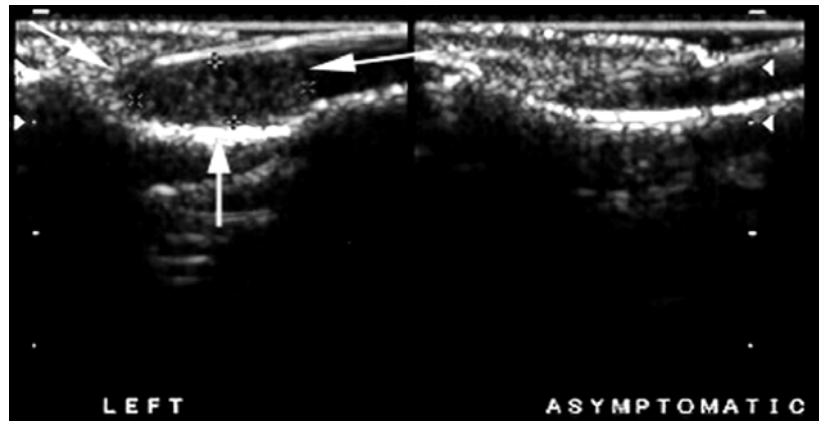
aspect échographique de TCGGT
